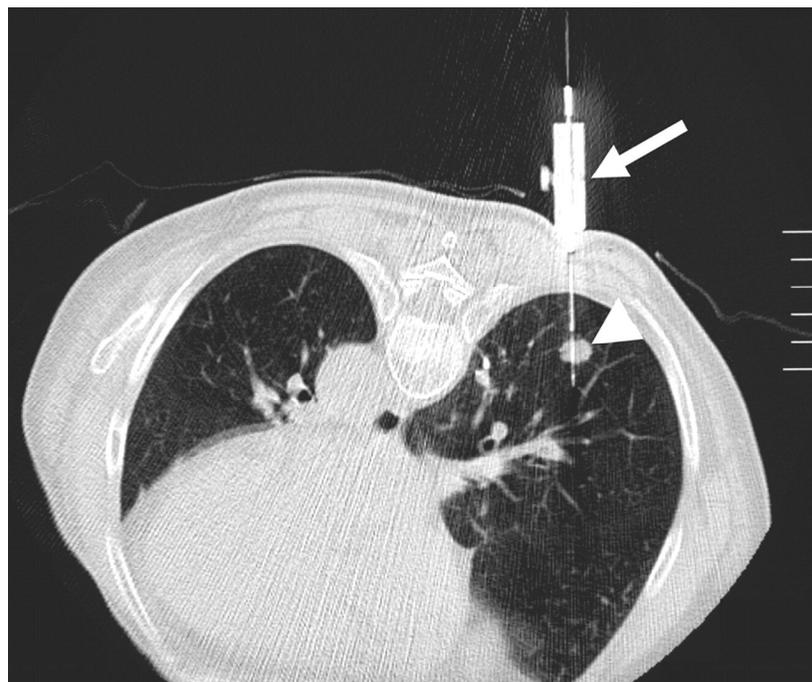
Biopsia percutánea guiada por TC, para evaluación de nódulo pulmonar.
